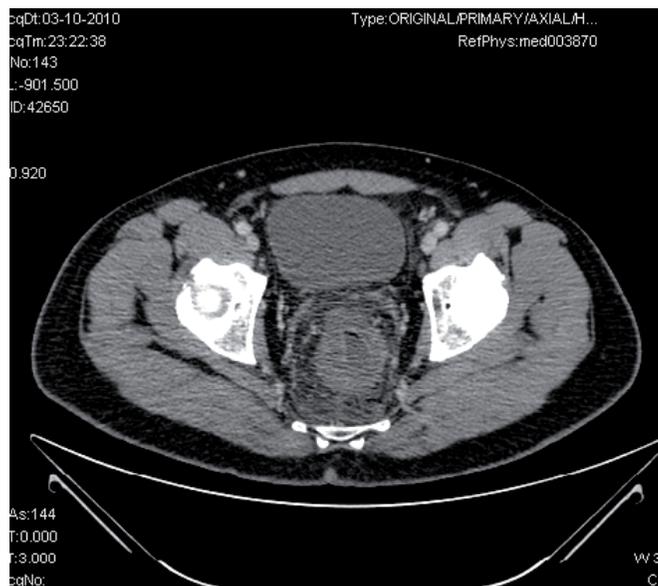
Tomografia abdominopélvica: espessamento da parede do recto.
